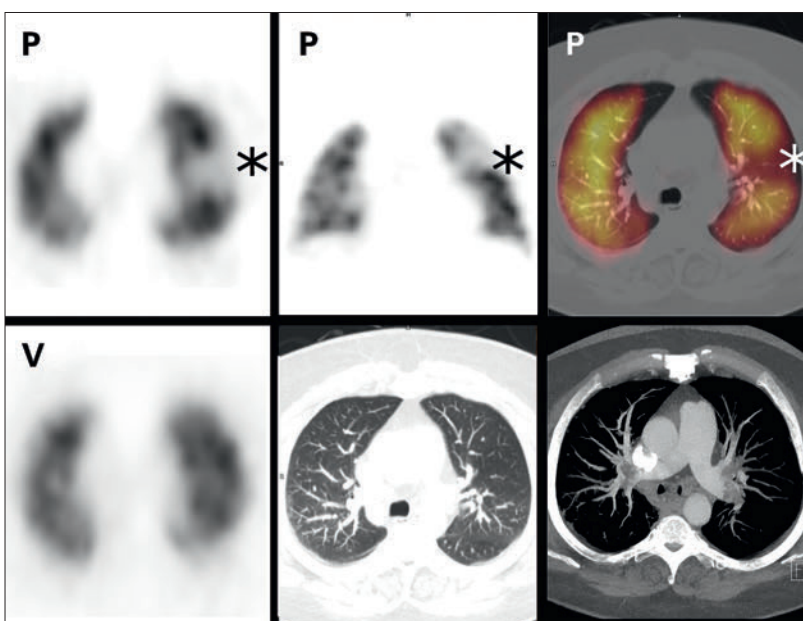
V/Q-SPECT und 10 Tage zuvor durchgeführte CTPA bei einem 49-jährigen Patienten mit klinischem Verdacht auf Lungenarterien-Embolie (V = Ventilation, P = Perfusion). Grössere subsegmentale Lungenembolie im apikoposterioren Oberlappen links (*). Wiederholt als negativ beurteilte CTPA.
